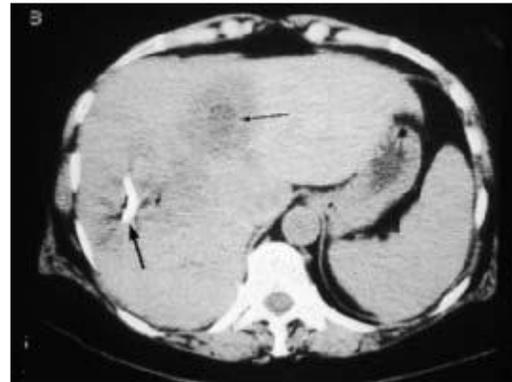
CT Scan abses hepar amebic¹⁴
